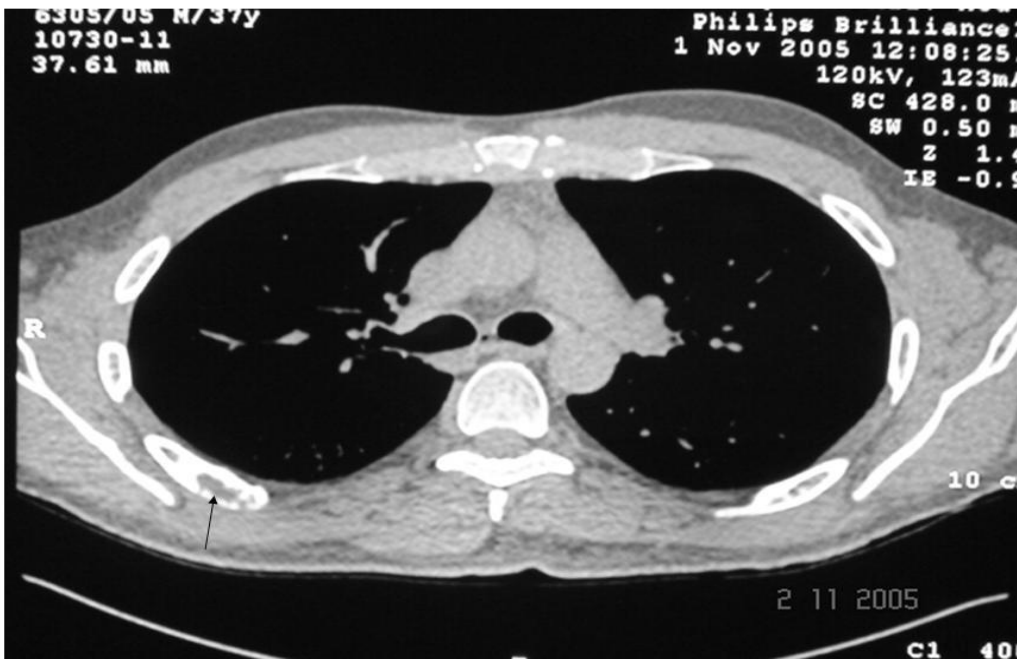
Coupe TDM montrant une lésion lytique siégeant au niveau de l'arc postérieur de la 5^{ème} côte droite.
